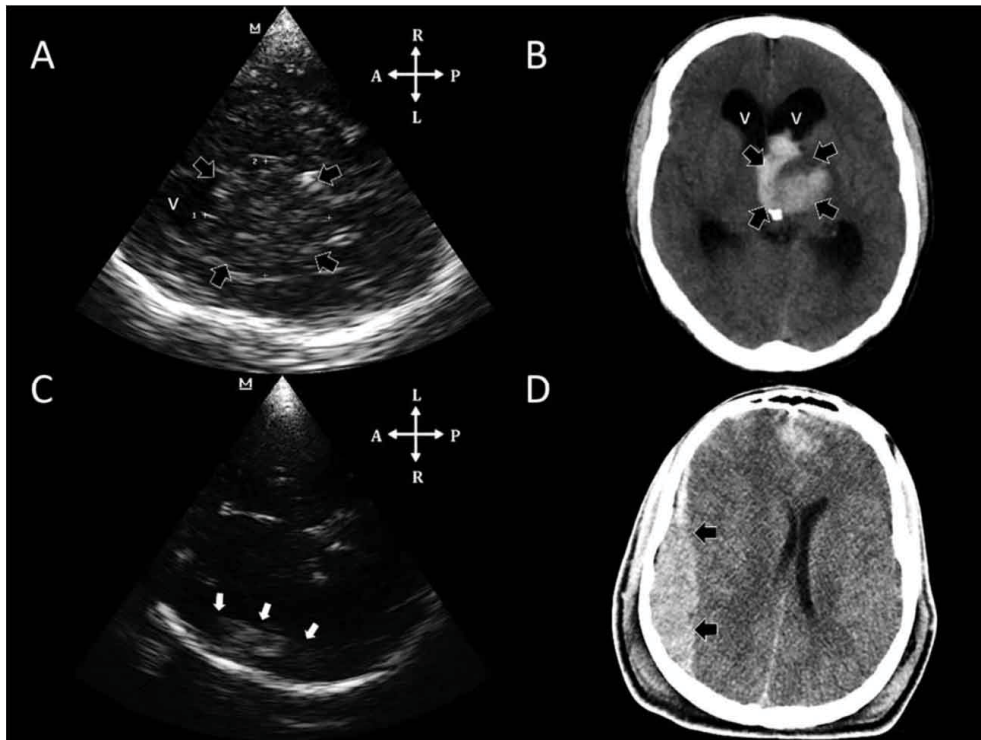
Внутрішньочерепні гематоми на ТКС та їх порівняння з КТ головного мозку [12]. Верхня панель: Внутрішньомозкова гематома. А. Транскраніальна сонографія, правий транстемпоральний вид на рівні шлуночків; показана лівобічна гематома (v, бічний шлуночок). В. КТ головного мозку, що демонструє таламічну гематому зліва (чорні стрілки) (v, бічні шлуночки). Нижня панель: Позамозкова гематома. С. Лівий транстемпоральний вид на рівні проміжного мозку; показана правобічна екстрадуральна гематома (білі стрілки). D. КТ головного мозку, що підтверджує екстрадуральну гематому (чорні стрілки).
